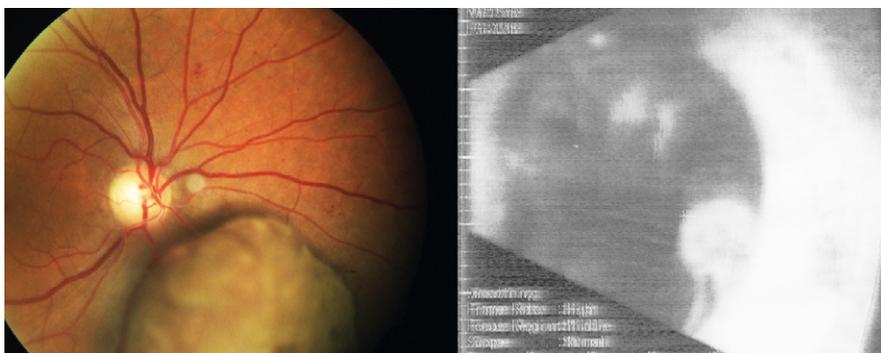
Снимок глазного дна и УЗИ-снимок пациента П.
